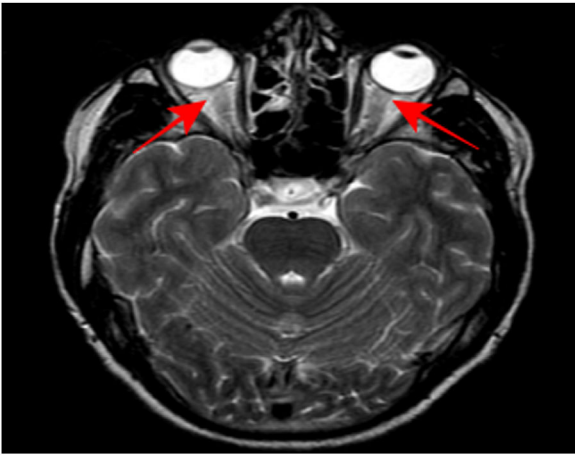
RM cerebral T2 sin contraste. En este corte axial a nivel de las órbitas se visualiza el trayecto completo de ambos nervios ópticos, destacando una hiperseñal bilateral de los 2 en su parte más anterior.
